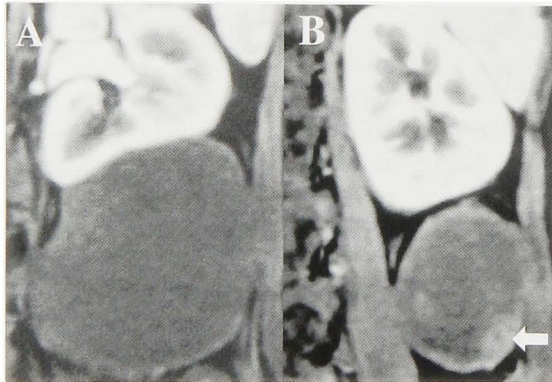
MRI revealed a large cystic lesion located at lower pole of the left kidney.
